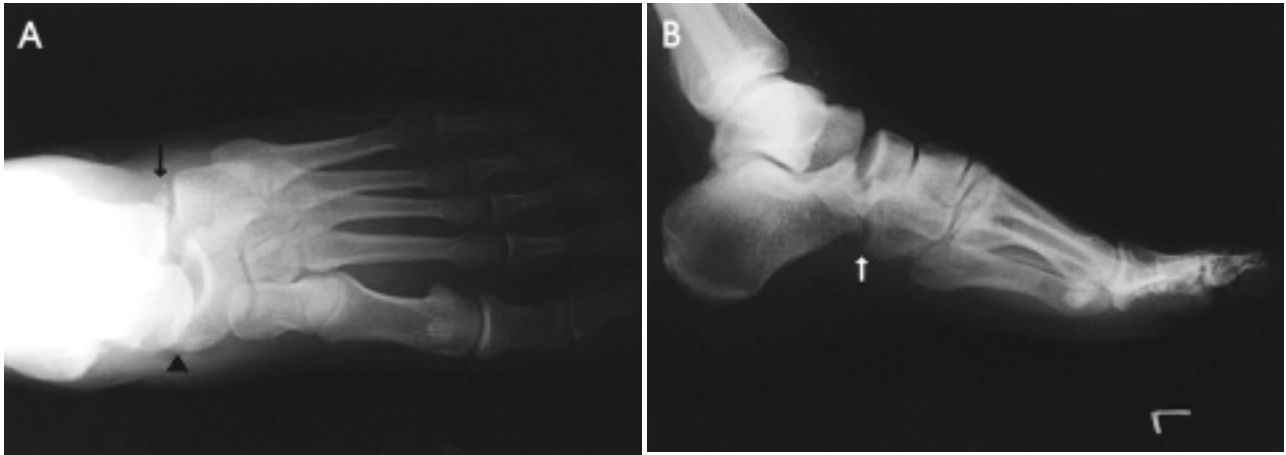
(A) The initial AP radiograph shows the lateral displacement of the navicular and cuboid (arrow head). The bony fragments were seen on the anterior side of the calcaneus (arrow). (B) The initial lateral radiograph shows the plantar displacement of the navicular and cuboid (arrow).
